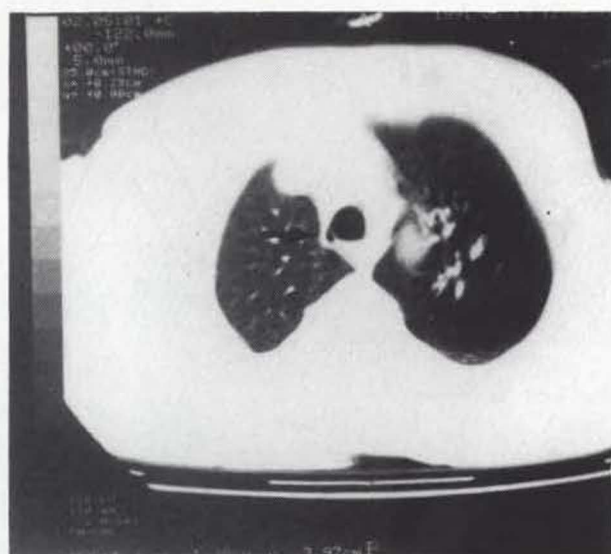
Cortes de TAC torácica. A – (Janela Pulmonar): A seta indica orifício anômalo contendo ar com origem na parede direita da traqueia, acima do nível da carena. B – (Janela Mediastínica): Mesmo aspecto, em nível mais distal, sendo evidente à esquerda a volumosa massa tumoral que justificou a realização de TAC torácica.
